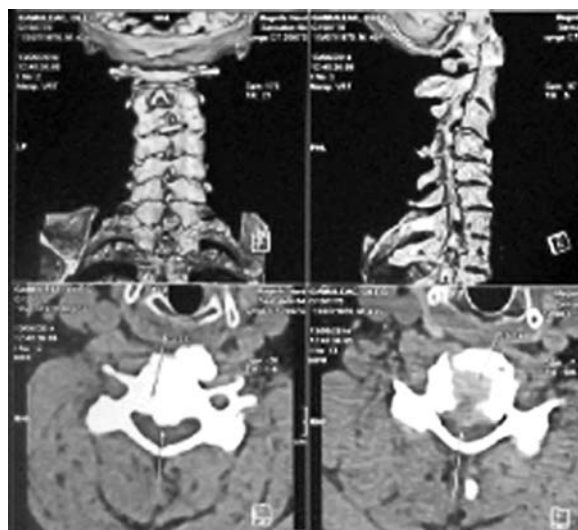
Tomografia computerizată cu reconstrucție 3-D. preoperator
